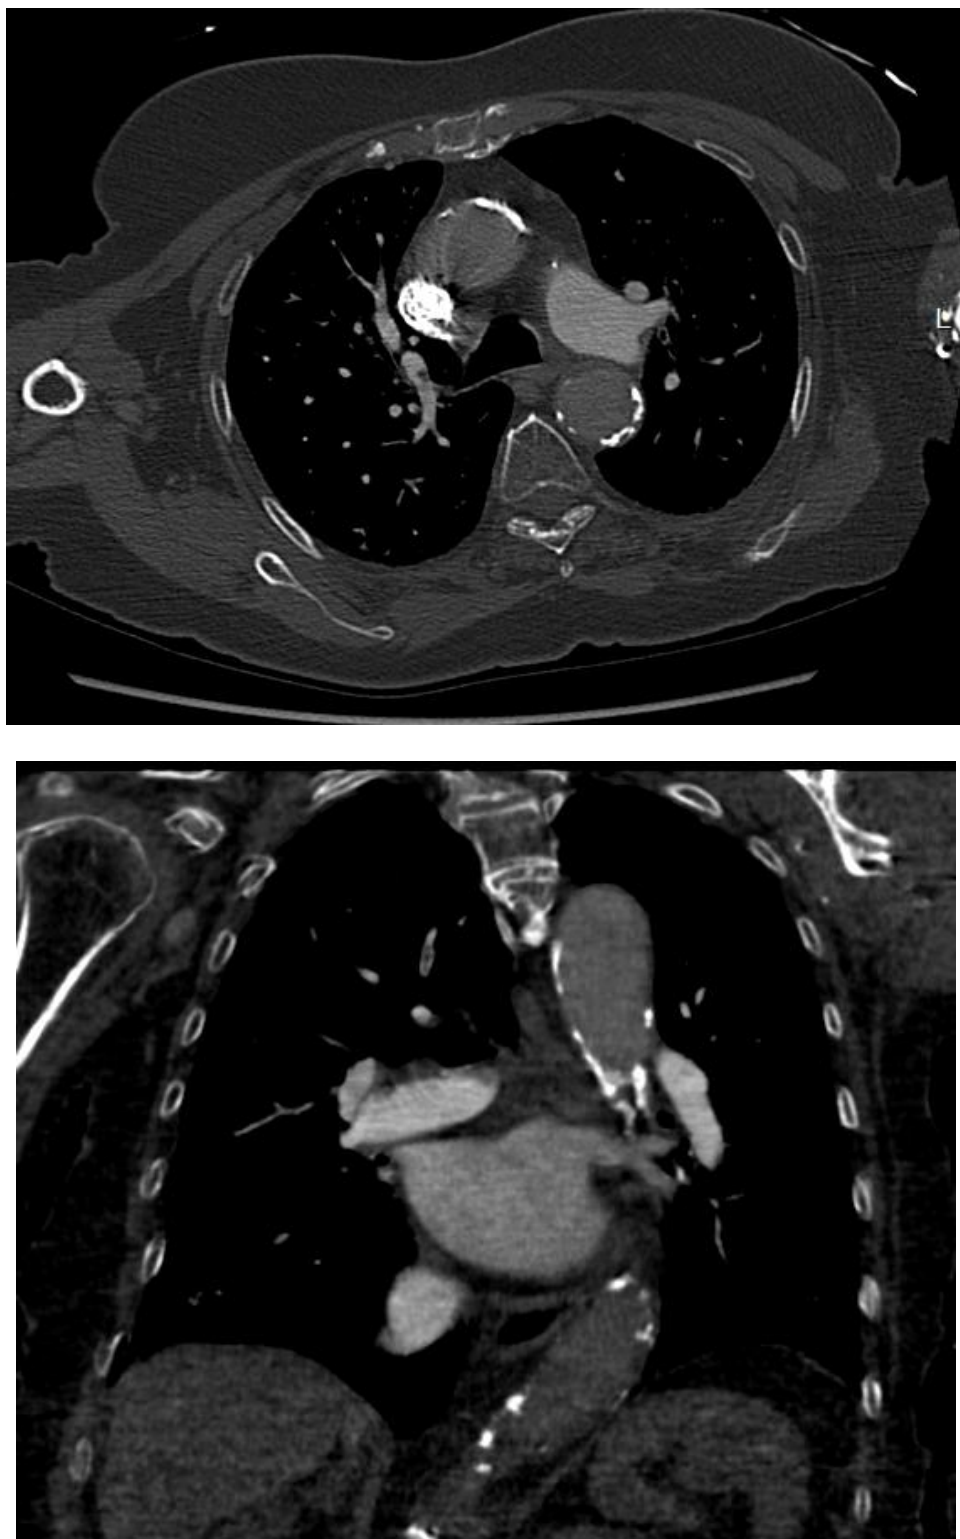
Paciente feminina, 65 anos, com suspeita clínica de TEP. Na Angio-TC axial (A) e coronal (B), os radiologistas e os residentes da radiologia concluíram pela presença de êmbolo na artéria segmentar apical direita, com discordância de ambos os médicos da emergência.
